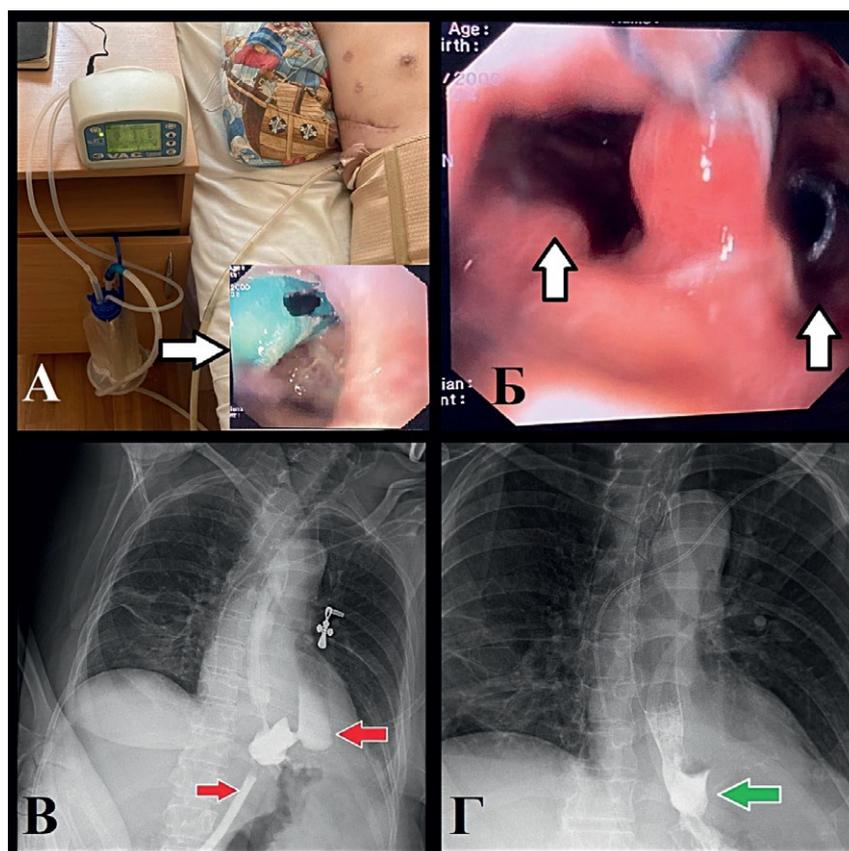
Клинический случай лечения послеоперационного пищевода свища с помощью вакуумной терапии у пациента с гигантской параэзофагеальной грыжей. А — вид вакуумной системы, стрелкой указана эндоскопическая картина при госпитализации с установленной дренажной трубкой в просвете пищевода в другом учреждении, дренаж подтянут в свищевой ход, Б — эндоскопическая картина пищевода свища (левая стрелка — просвет пищевода, правая — просвет свища с дренажем для вакуумной терапии), В — рентгенографические признаки пищевода свища до начала лечения; Д — заживление пищевода свища на 6 сутки вакуумной терапии
